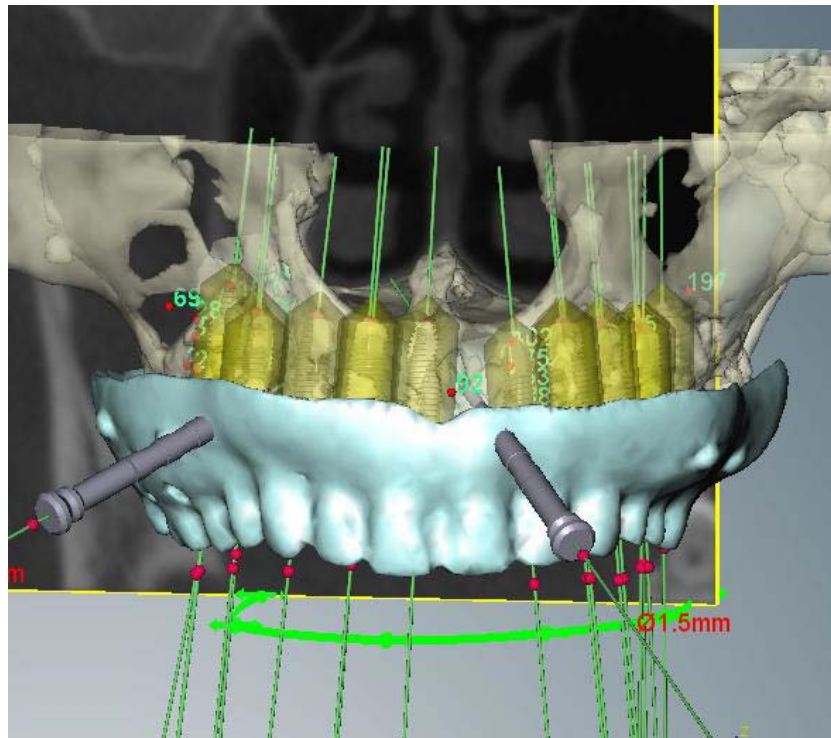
Paciente de la biopsia 6. Planificación de la colocación de implantes dentales en el maxilar superior sobre las imágenes de TC de haz cónico mediante el programa NobelGuide™.
